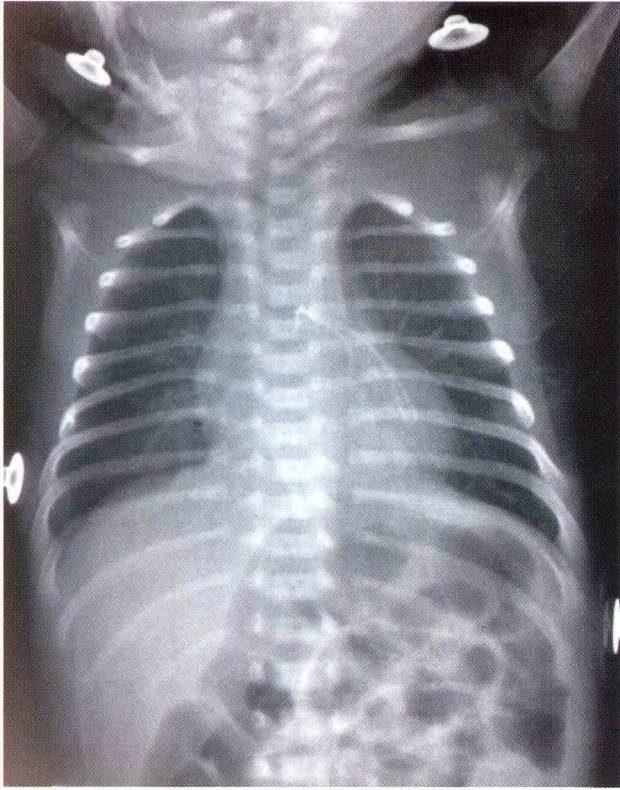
Radiografía, se evidencia catéter fracturado (PICC), en proyección de la rama izquierda de la arteria pulmonar
